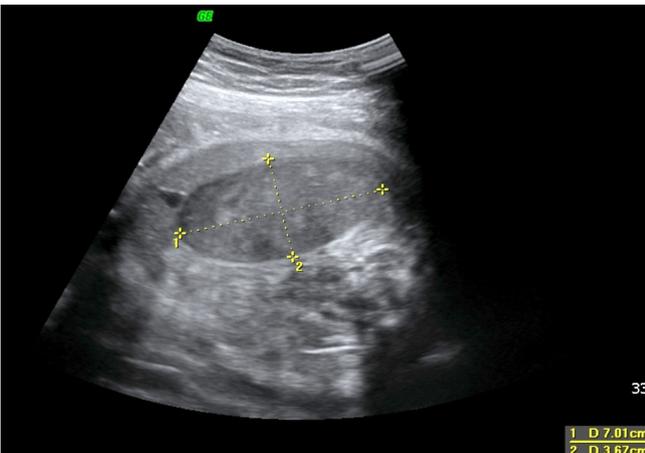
At 38/1 weeks of gestation, the abdominal cystic mass 3×7 cm, suspicious of colon atresia was identified on ultrasonogram.
